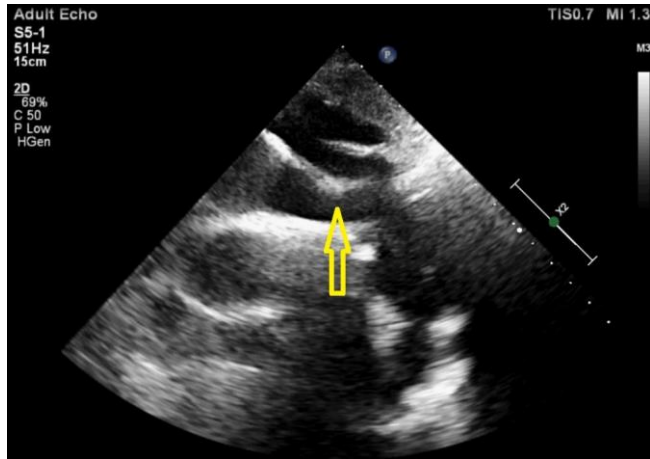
A Suprasternal notch echocardiography shows a thoracic aortic mobile thrombosis.
